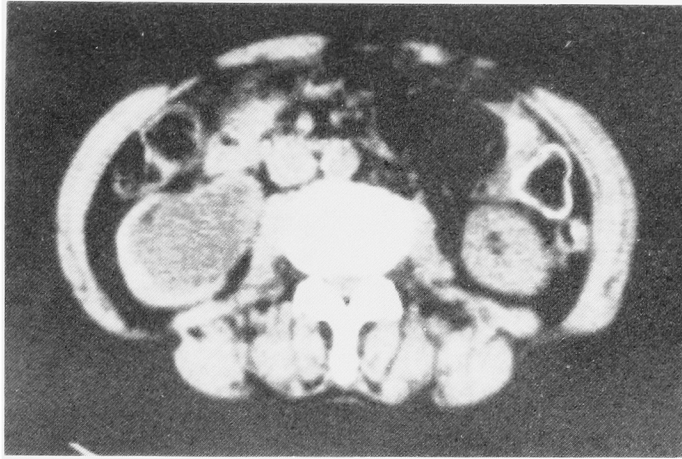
Computed tomogram
